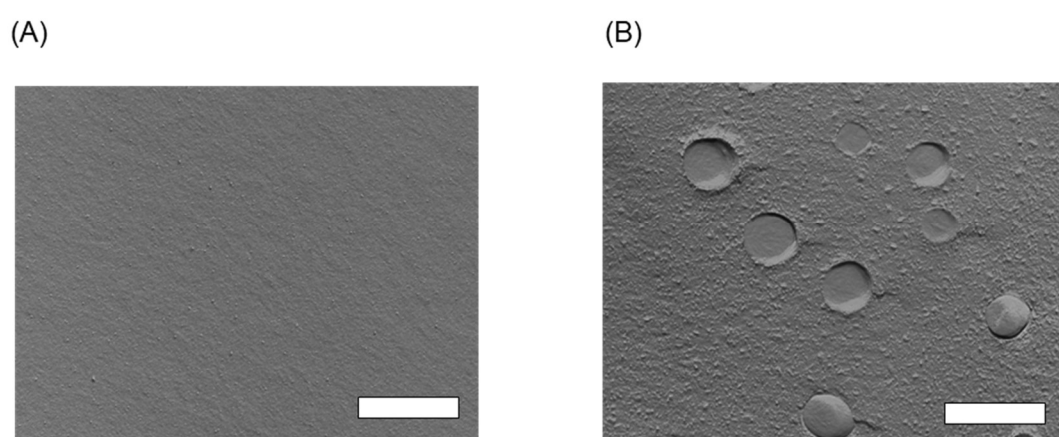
Particles in dissolution media with TEM. A, UO/MK; and B, TAC-loaded E-1 dispersed in distilled water. The bar represents 500 nm.
